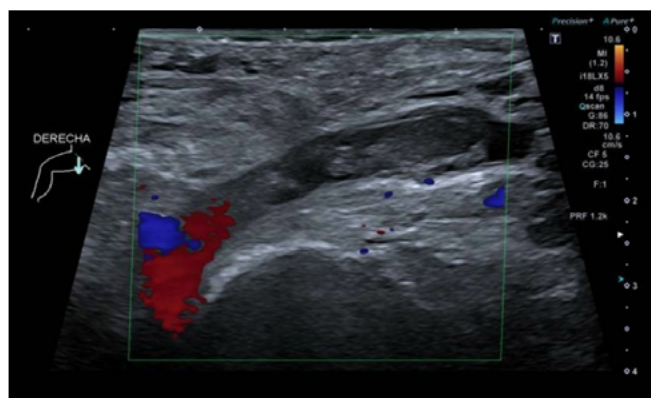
Doppler venoso MII.
